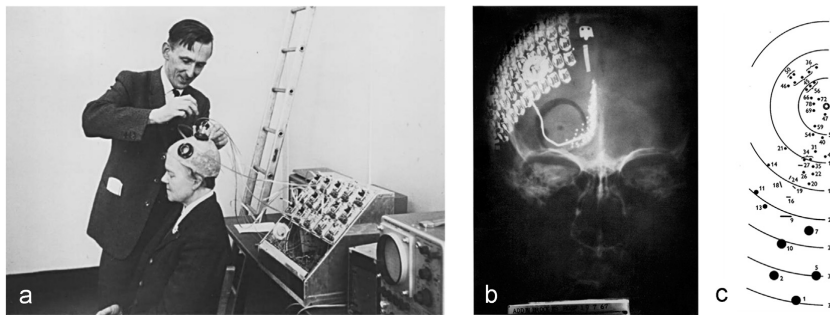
a: Brindley stimulating the visual cortex of his first implant recipient, placing a stimulating coil over a matched receiving coil implanted under her scalp. 5b: Plain X-Ray showing the placement of electrode arrays on the implant recipient's visual cortex and receiving coils under the scalp. 5c: Visual field map of phosphenes generated by the implant. Numbers refer to the electrode being stimulated. Note that some phosphenes are elongated, and some multiple (with curly braces) phosphenes appear when a single electrode is stimulated. 5a is reproduced from the personal collection of Prof G.S. Brindley, with permission. Figures 5b,c reproduced from (Brindley and Lewin, 1968b), with permission from John Wiley and Sons.
